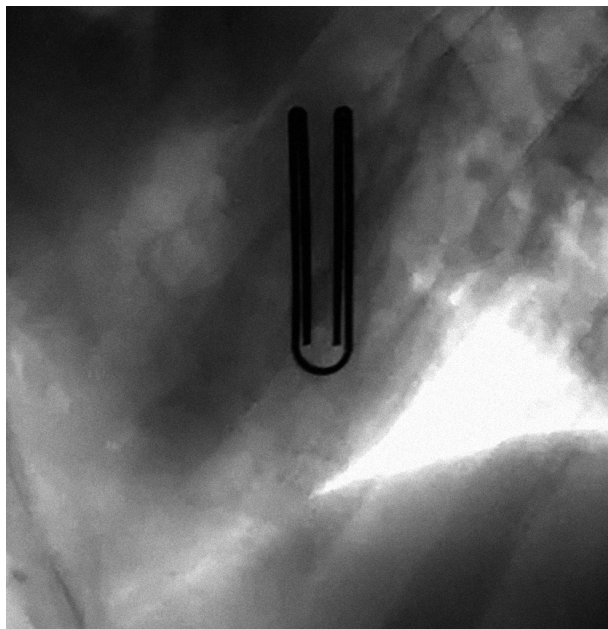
На рентгенограмме: отсутствие миграции клипсы и равномерное анатомическое сжатие основания ушка ЛП в грудной клетке
